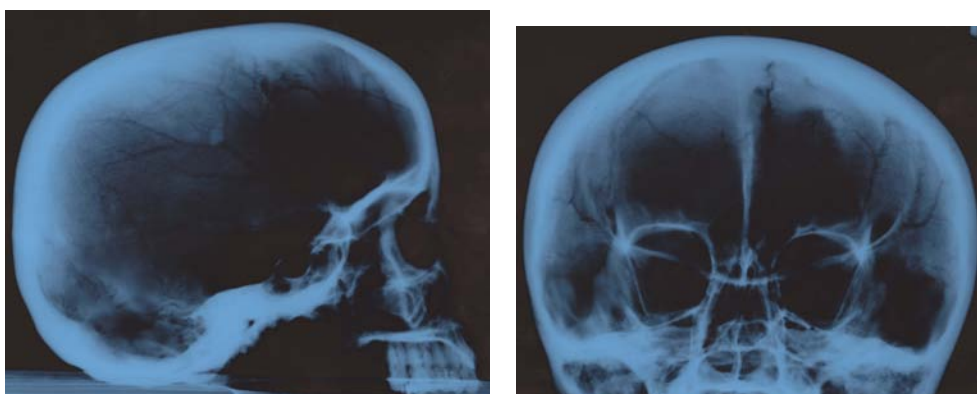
Рентгенограмма черепной коробки женщины 20–25 лет из п. 1 к. 1 могильника Абганеро II.
